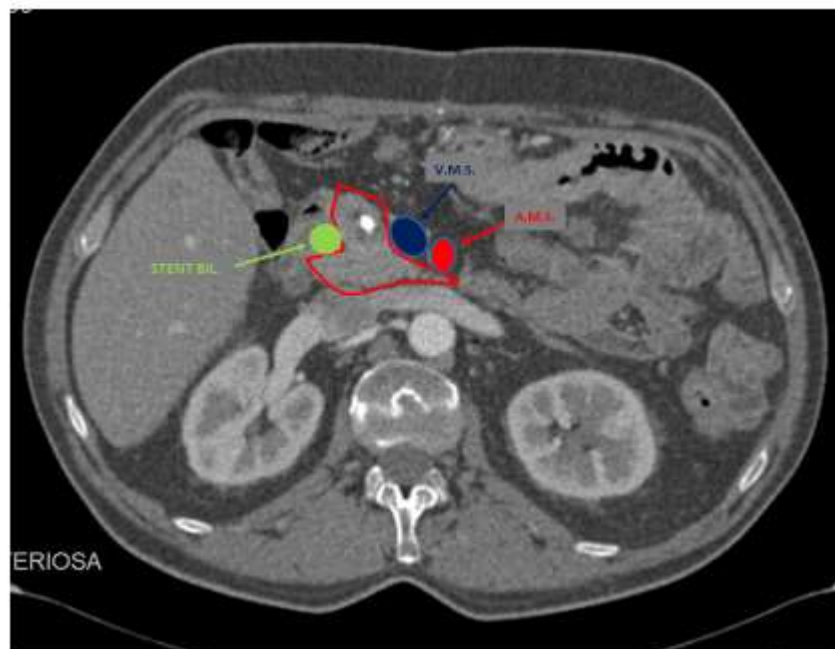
Immagine TC che dimostra in sezione assiale i limiti anatomo-radiologici del mesopancreas (linea rossa).
